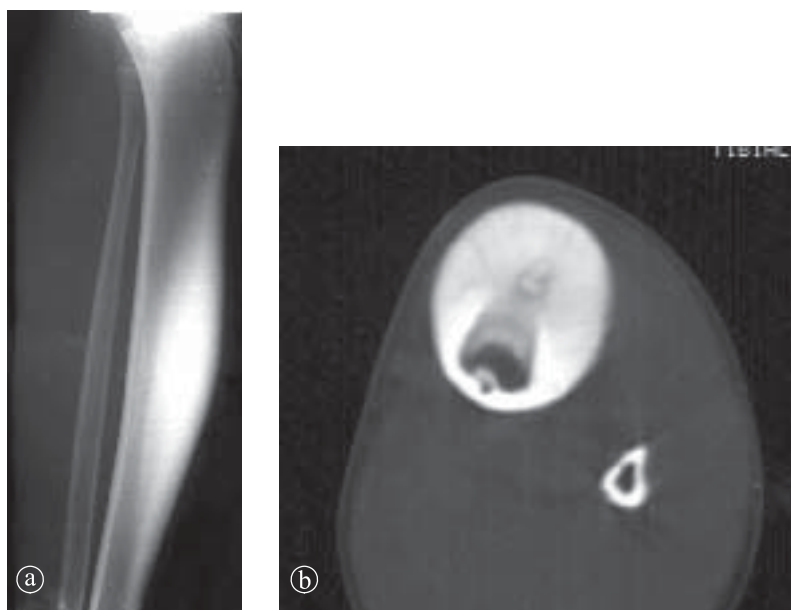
4. Osteom osteoid tibie stângă. a) Radiografie gambă LL, b) Secțiune axială CT. Nidus situat în corticală înconjurat de o zonă densă sclerotică.
